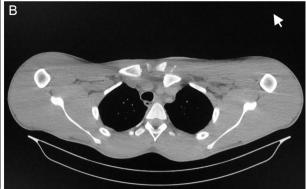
A, radiografia após a redução incruenta; B, tomografia computadorizada que mostra a luxação recidivada.
